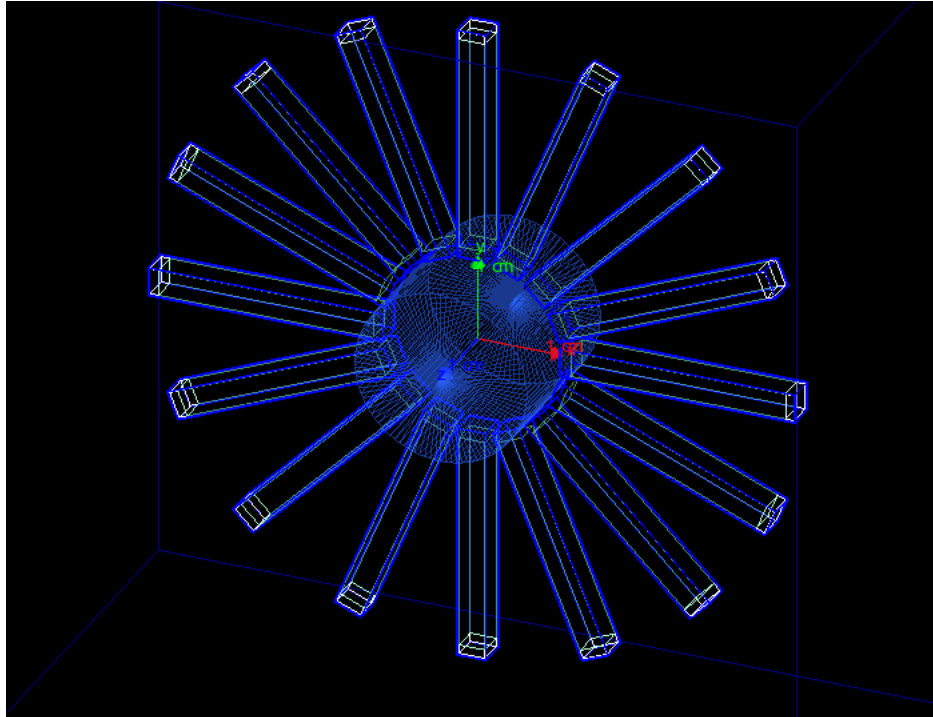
Проект экспериментальной установки ПЭТ с кристаллами GAGG(Ce)
